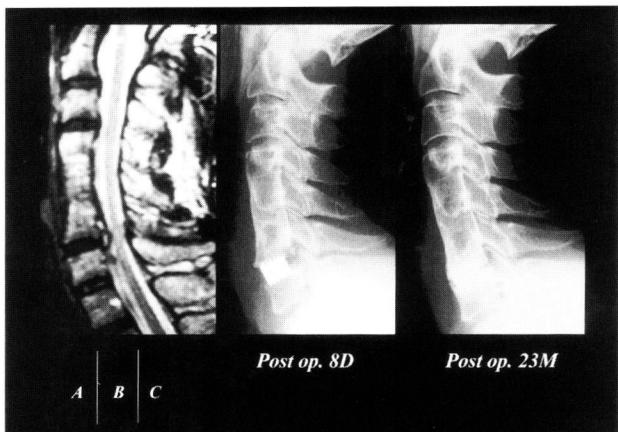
Case 3: Preoperative cervical MRI (T2WI) revealed C6/7 disc herniation (A). Postoperative radiogram (8 day after the operation) revealed the proper insertion of cages (B). 23 monthes after the operation, cervical radiogram revealed the osteogenesis around the cage (C).
